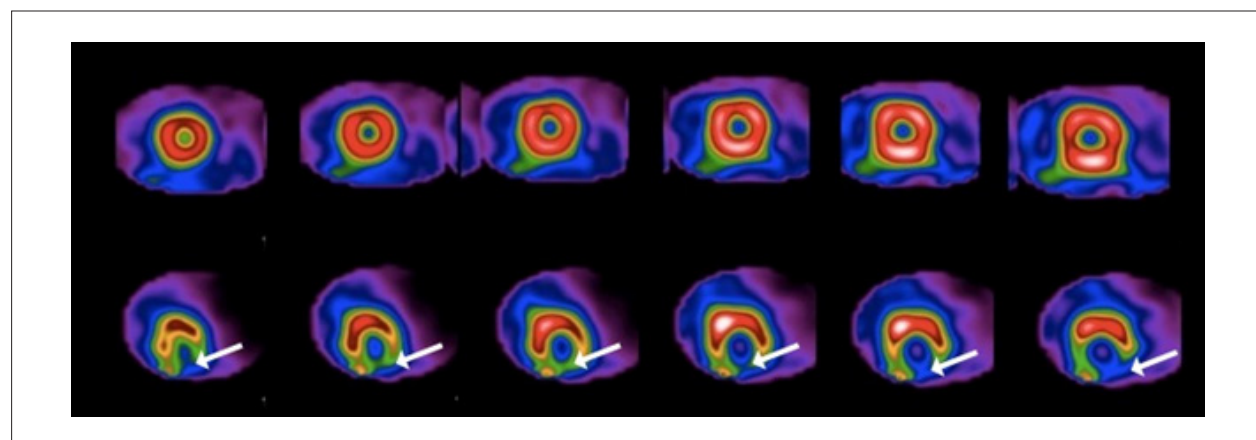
123I-mIBG cardiac scintigraphy (lower row) and 99mTc-sestamibi myocardial perfusion (upper row). Short-axis SPECT images show a mismatch perfusion/sympathetic innervation of the left ventricular myocardium, with normal perfusion and marked reduction in 123I-mIBG uptake in the apical, inferior and inferolateral segments (arrows), suggestive of denervated myocardial tissue in these regions.
